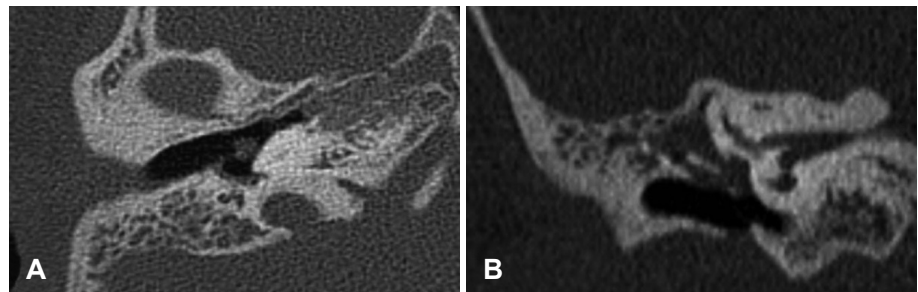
Axial CT (A) shows middle ear mass and coronal CT (B) scan shows soft tissue density in the epitympanic region.
